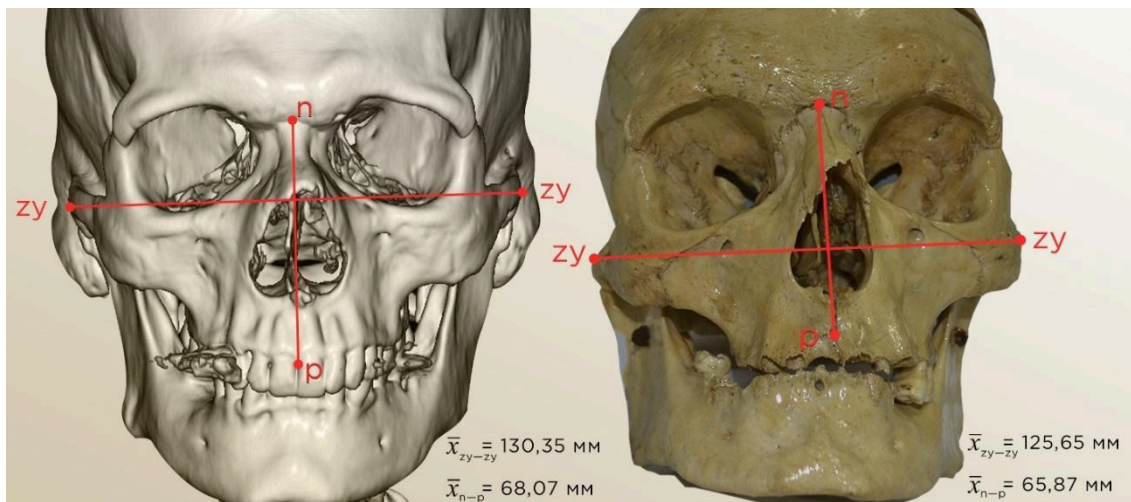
Висота та ширина лицевого відділу черепа людини зрілого віку на КТ-зображенні (чол. стать) та препараті черепа (жін. стать)
